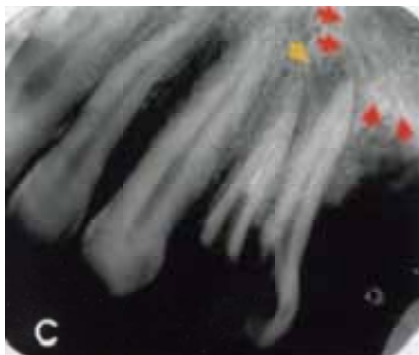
c) La radiografía dentoalveolar revela una lesión apical del órgano dentario 25. Se observa una zona radiolúcida mal definida próxima al órgano dentario.<sup>19</sup>
